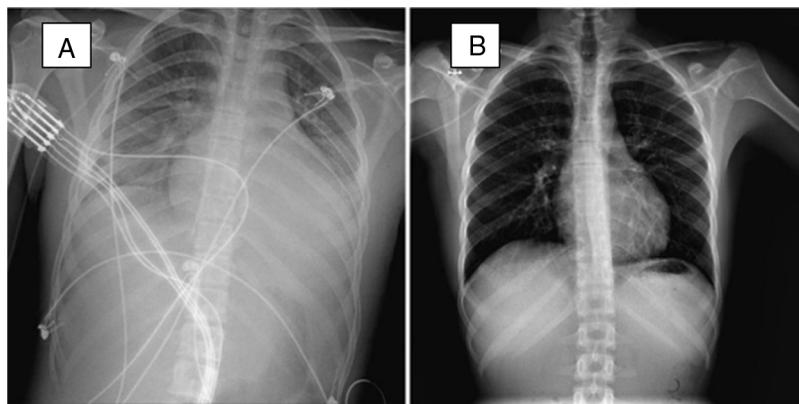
A) Radiografía de tórax en fase aguda. B) Momento previo al alta.
